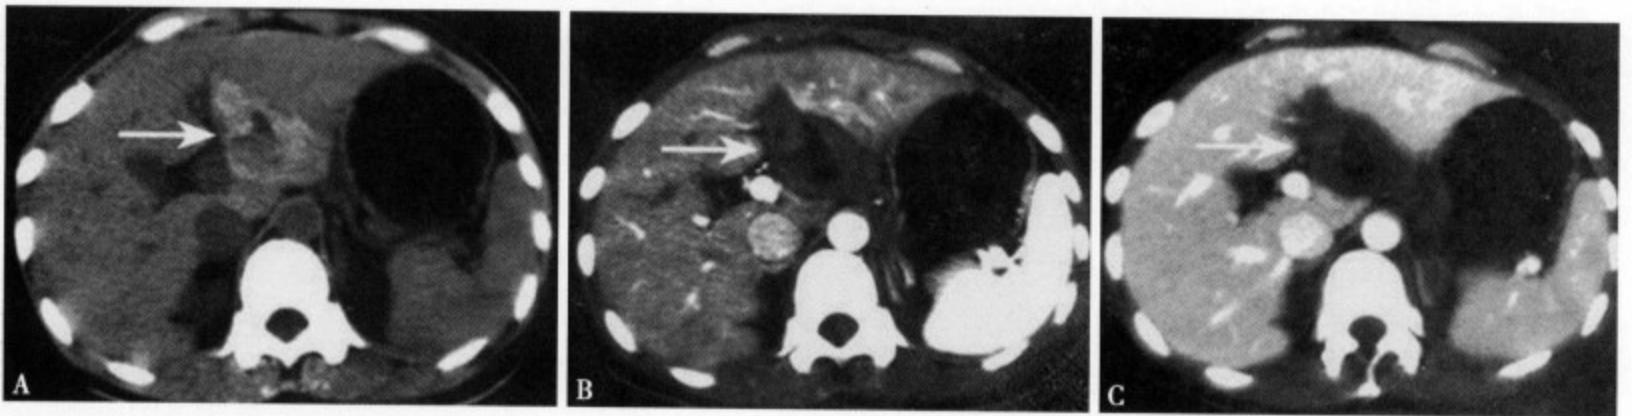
CT 平扫 (A) 显示肝左叶近肝门区一个三角形稍高密度影，边缘光整清楚，其中心可见不规则形低密度区；增强 CT 动脉期 (B) 病灶无强化，边缘光整、清楚，中心可见更低密度区；静脉期 (C) 病灶仍无强化
